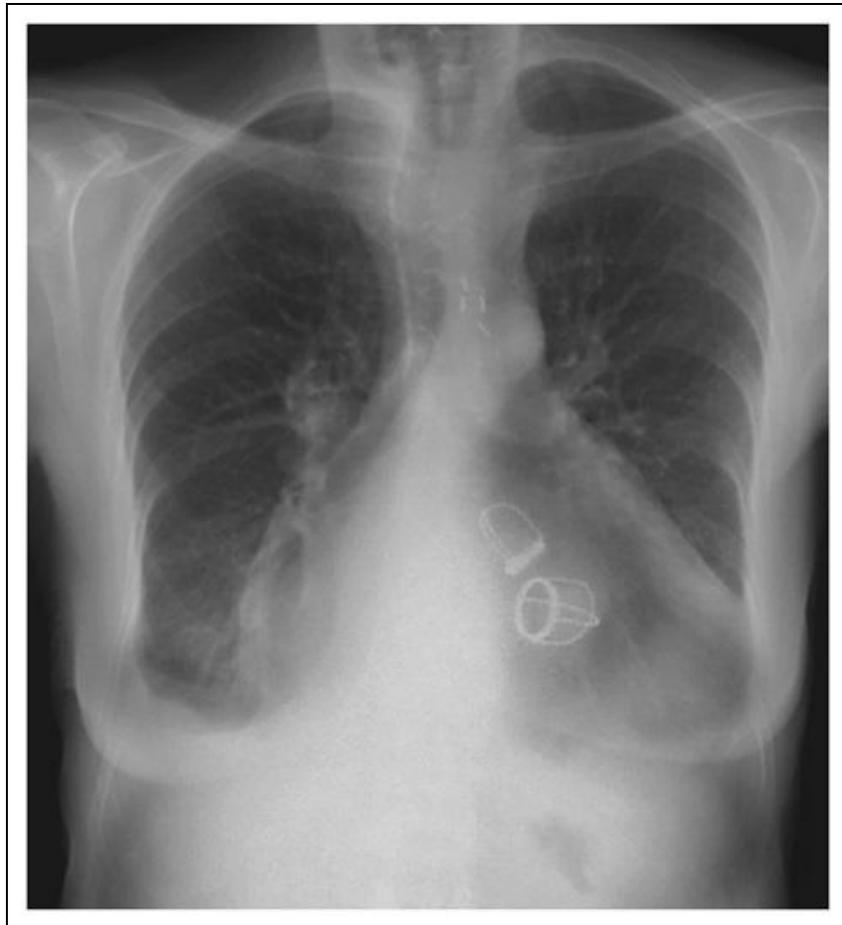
Radiografía simple de tórax que muestra dos Valvulas de Starr-Edwards en situación aortica y mitral. Paciente a la que se le habían implantado 35 años antes.
